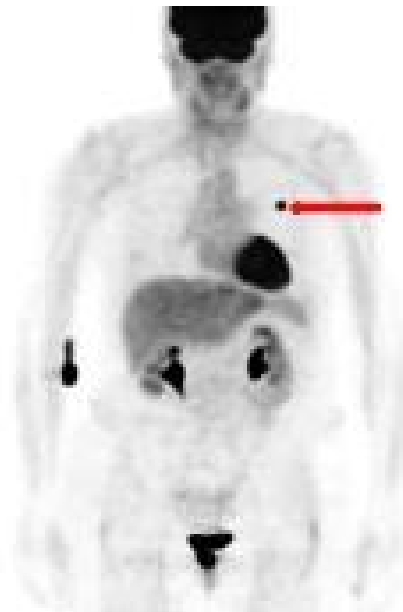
PET-Scan in Ganzkörperaufnahme mit Darstellung eines Bronchialkarzinoms im linken Oberlappen (roter Pfeil).
